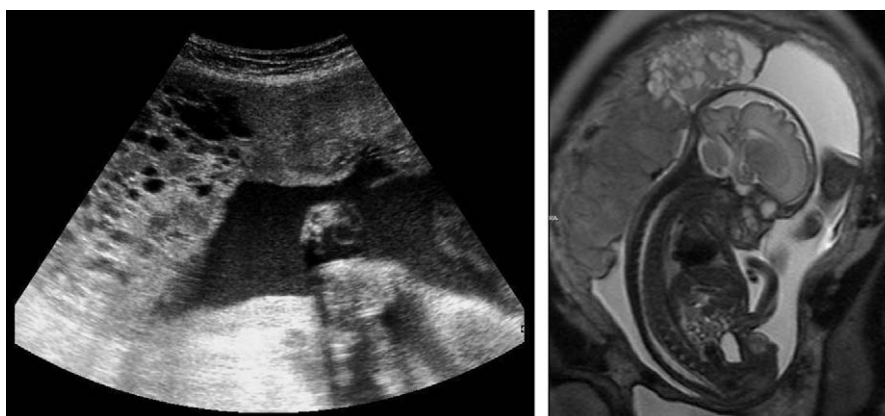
Ecografía y resonancia magnética que muestran la placentación anormal.
